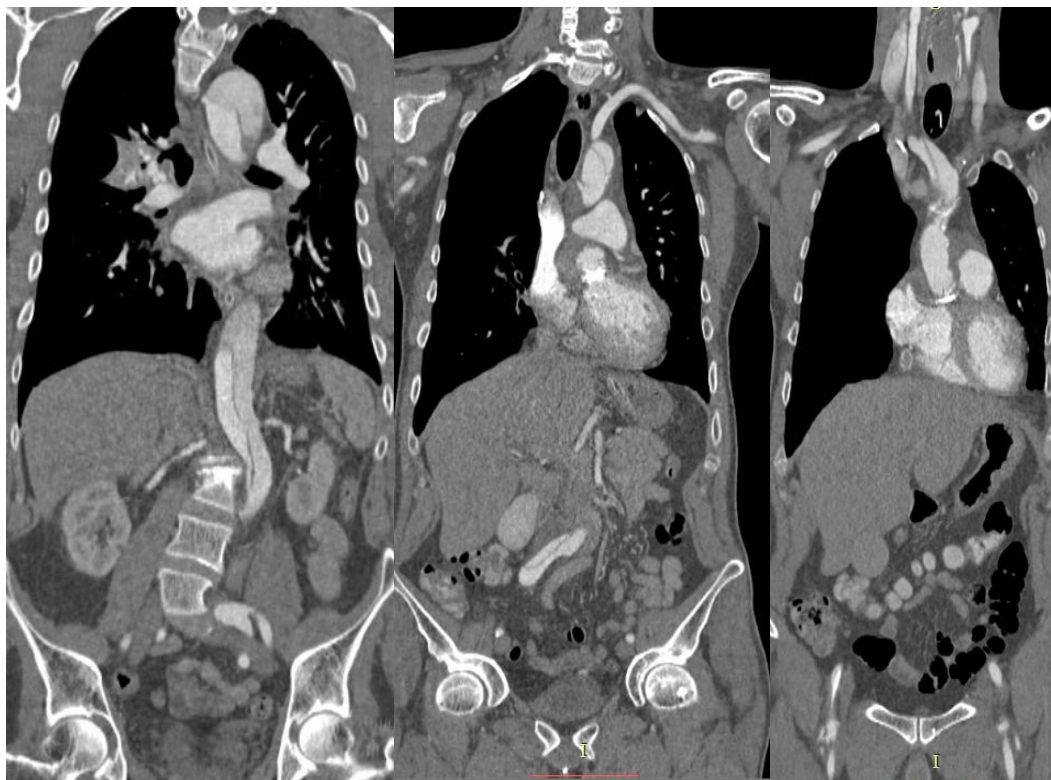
КТ реконструкция корня аорты после операции реимплантации АК у пациента 54 лет с АВА и АР.
